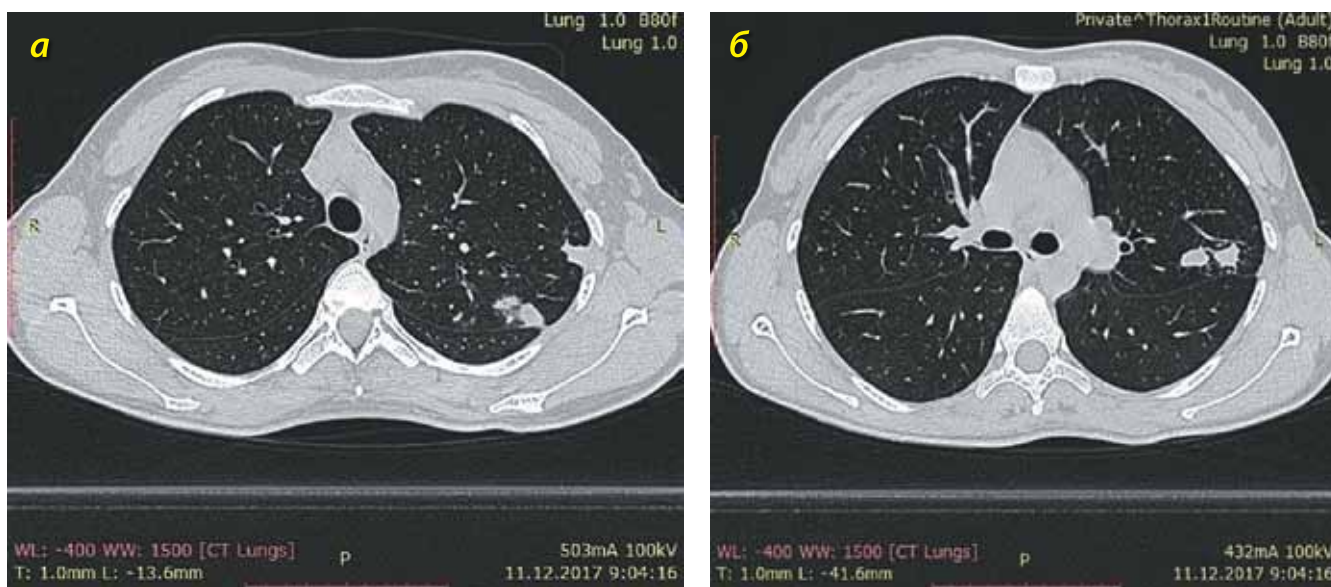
КТ органов грудной клетки пациентки от 11.12.2017 г. (пояснения в тексте)
